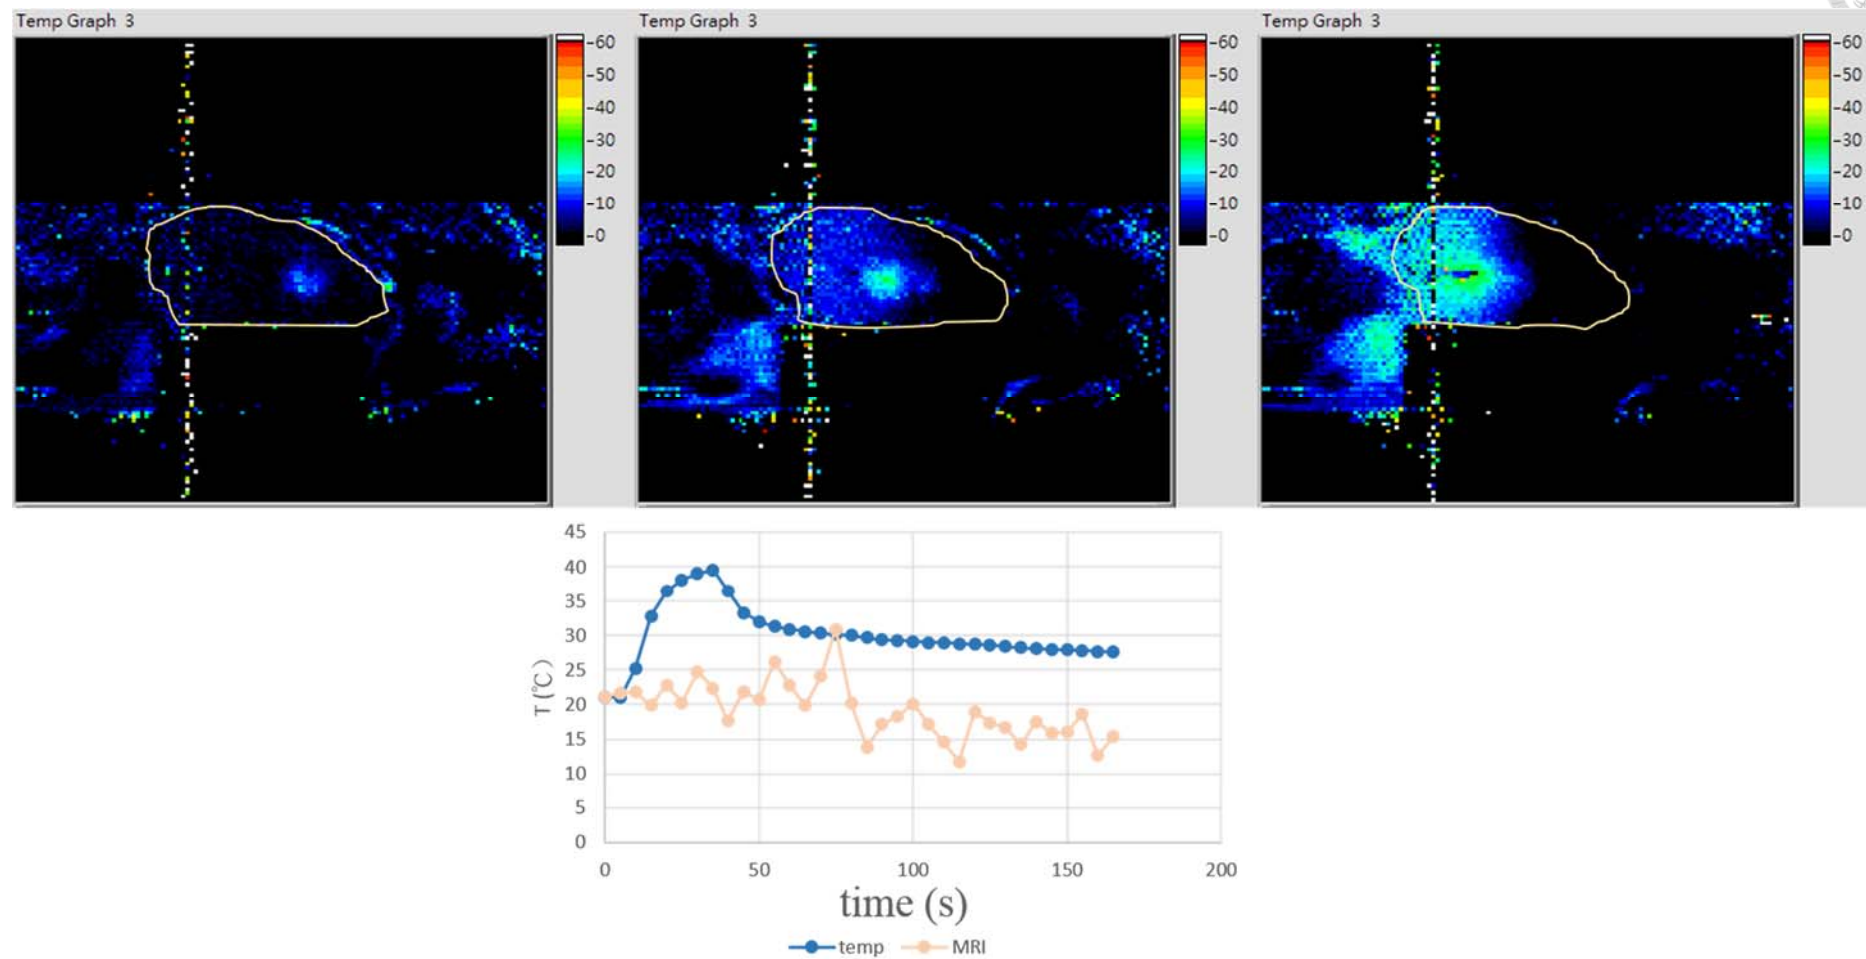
MRI 測溫法與實際溫度誤差測試第六組結果
